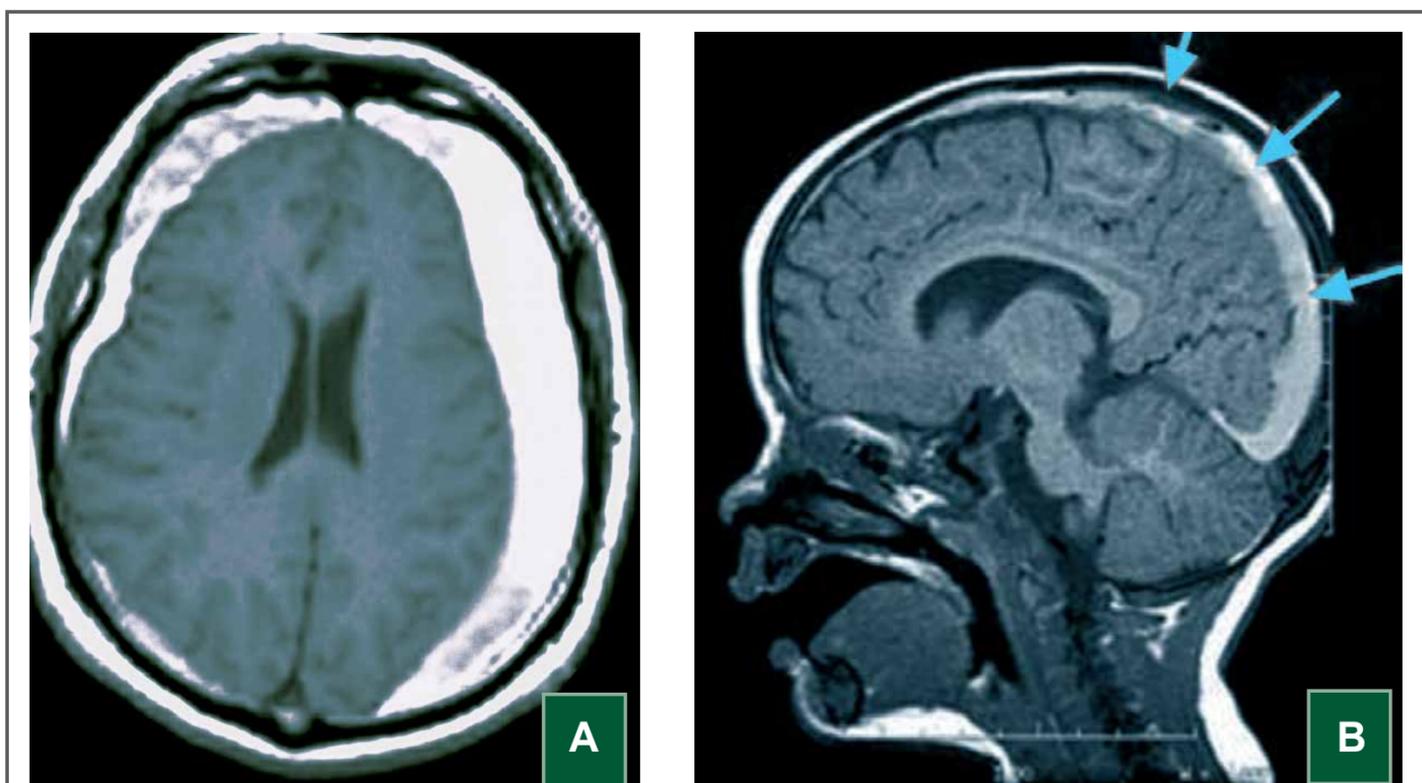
Hematoma subdural observado na sequência pesada em T1 na ressonância magnética. Imagem obtida nos planos axial (A), com imagem hiperintensa acompanhando a convexidade cerebral, e sagital (B).
